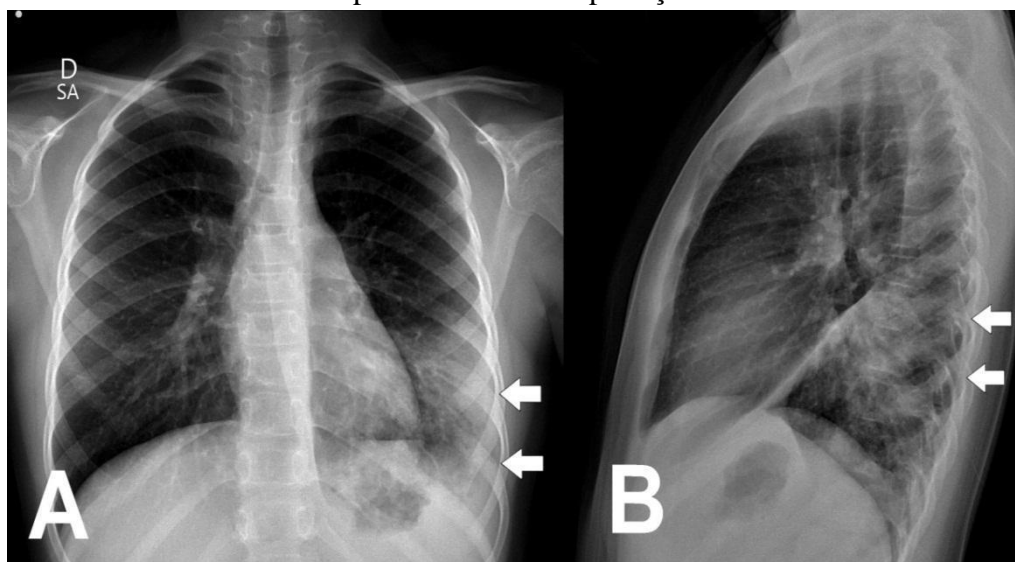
Em A temos uma radiografia de tórax em anteroposterior e, em B, incidência em perfil demonstrando uma consolidação no segmento superior do lobo inferior esquerdo (setas).
